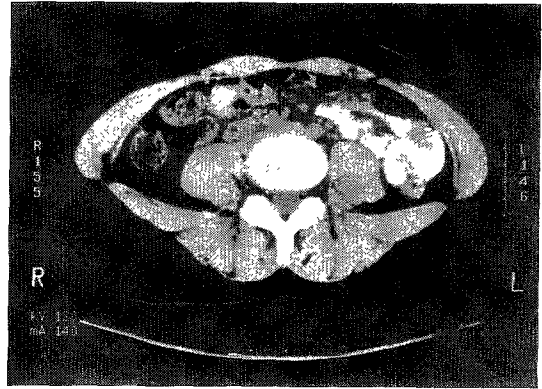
Postcontrast CT demonstrates hypoplastic kidney to L5 paravertebral area.
